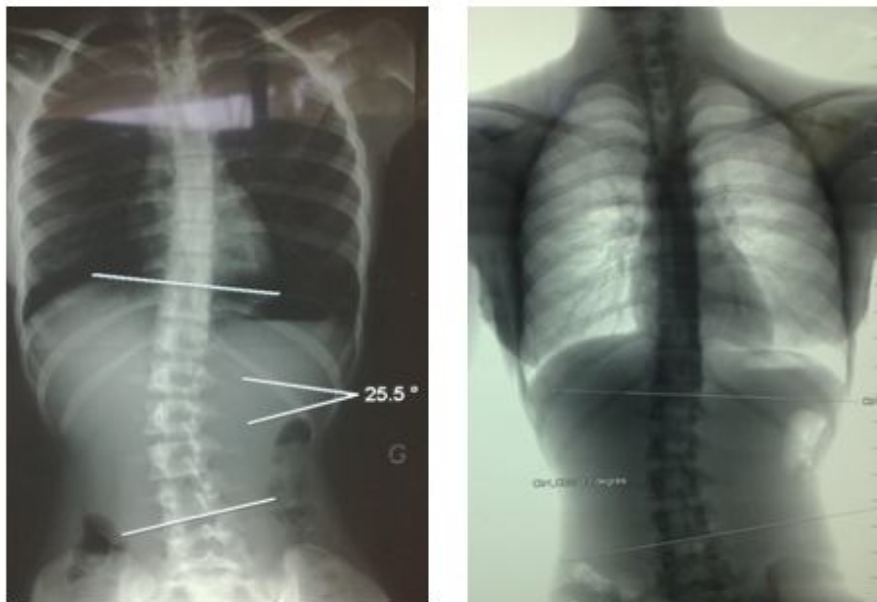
Radiographie du rachis face montrant l'évolution d'une scoliose lombaire droite sous traitement orthopédique avec 60% de réduction
